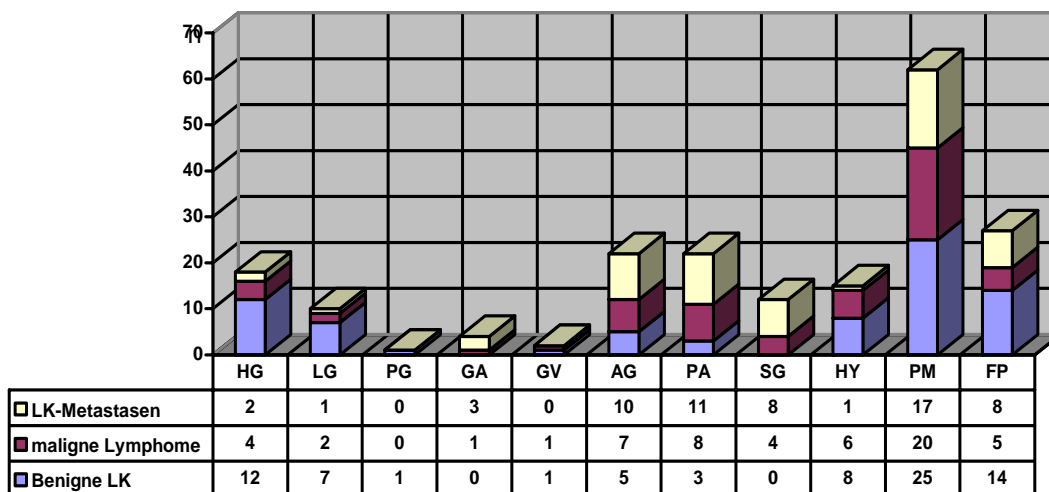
Absolute Häufigkeit der Perfusionsmuster n nach Lymphknotenerkrankung (HG= Hilusgefäß, LG= Längsgefäß, PG= periphere Gefäße, GA= Gefäßanschnitt, GV= Gefäßverlagerung, AG= aberrante Gefäße, PA= Perfusionsausfall, SG= subkapsuläre Gefäße, HY= Hypervaskularisation); Häufigkeit sonographisch vaskularisierter Lymphknoten (PM) und avaskulärer Lymphknoten (FP: fehlende Perfusion)
